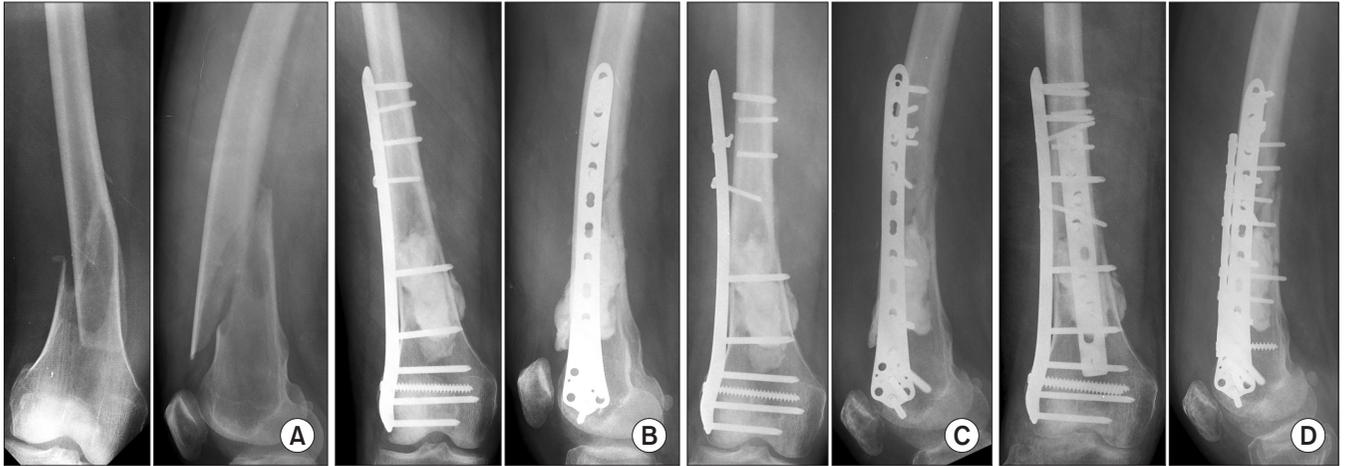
A 42-year-old male with metastatic lung cancer. (A) Preoperative plain radiograph of the right distal femur shows a pathologic fracture with an osteolytic lesion. (B) The distal femur pathologic fracture was stabilized by locking compression plate with cement augmentation. (C) Plain radiograph shows loss of reduction and failure of the internal fixation after postoperative 3 months. (D) Revision of the screws with breakage was performed with additional anterior plate fixation.
